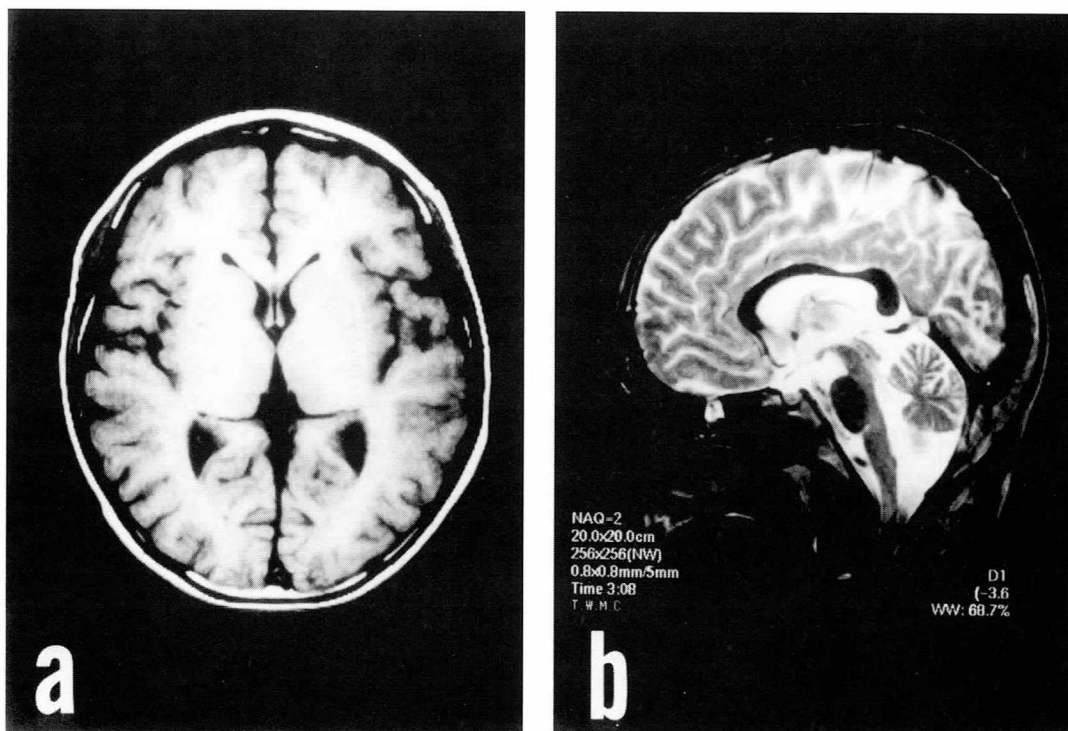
(a) Axial T1 weighted MRI showing diffuse mild cerebral atrophy. (b) Sagittal T2 weighted MRI showing mild cerebellar atrophy.
